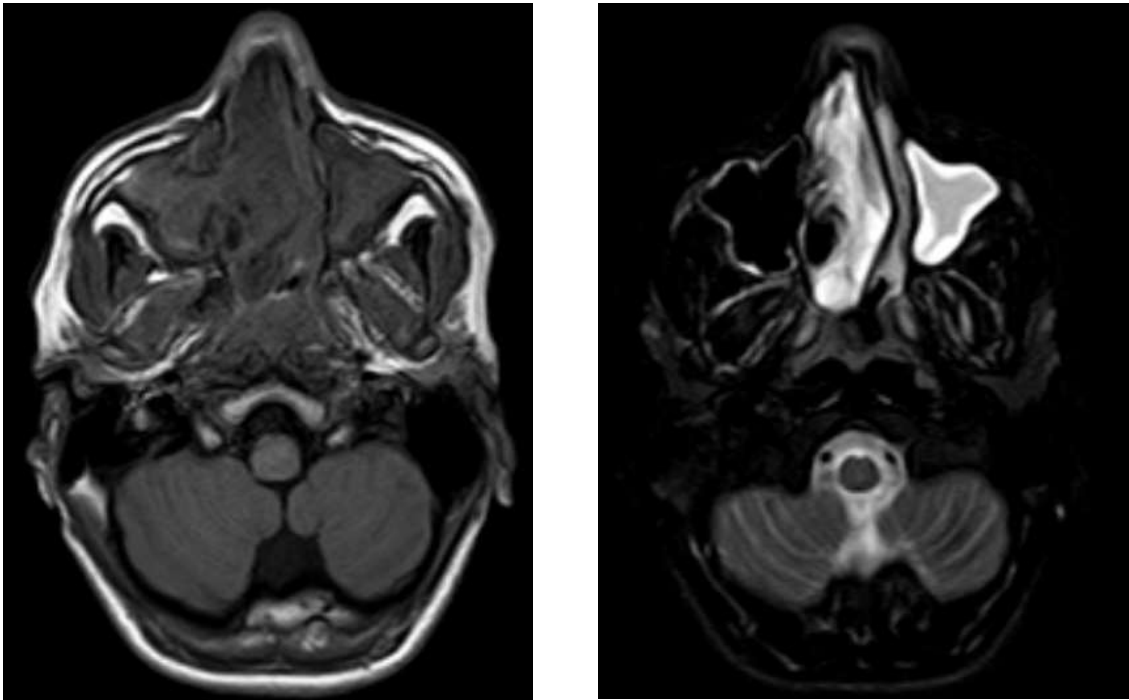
Imagem de Ressonância Magnética de Crânio, na topografia de seio maxilar, no corte axial. Em (a) sequência de T1 e em (b) em T2. Reação mucoperiosteal dos seios maxilar e etmoidal esquerdo. Sinal de intensidade variável; no lado esquerdo do paciente, a reação mucoperiosteal apresenta baixo sinal em T1 e brilhante em T2 com realce marginal. No lado direito do paciente, há baixo sinal em T1 e perda de sinal em T2 devido ao efeito paramagnético das partículas de ferro e manganês nas hifas fúngicas. Consultado em <https://radiopaedia.org/cases/fungal-sinusitis-2>, 31/10/2023.
